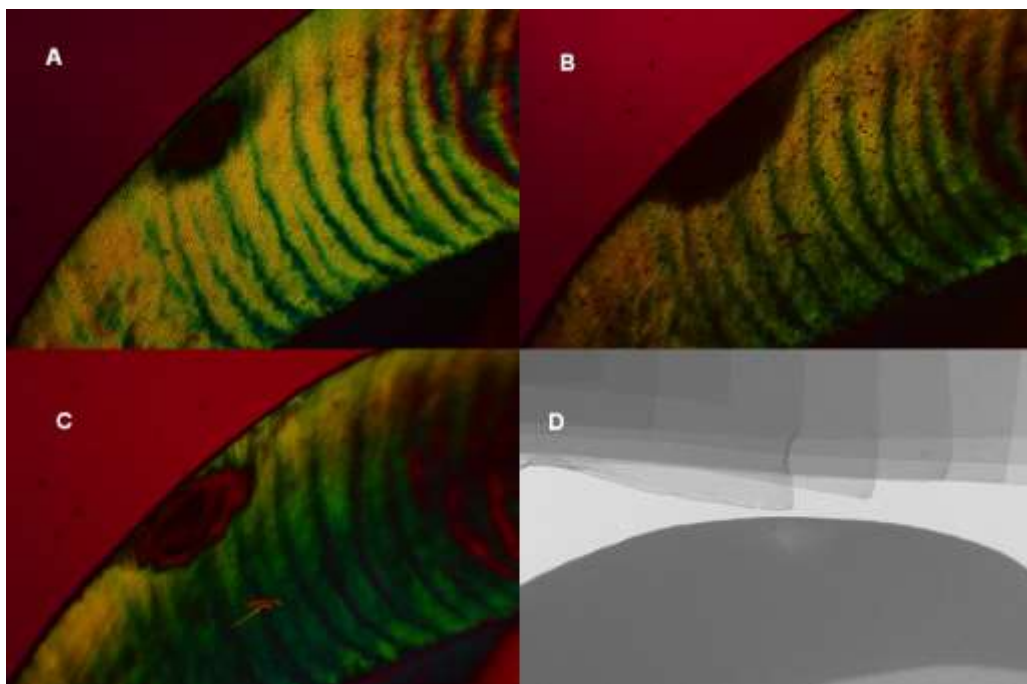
Corte por desgaste de lesão cariiosa natural inativa de esmalte em MLP (com filtro de retardo vermelho de 540 nm) sob imersão em água (A), ar (B), após infiltração da resina TH (C) e em radiomicrografia digital obtida em Micro-CT (D).
